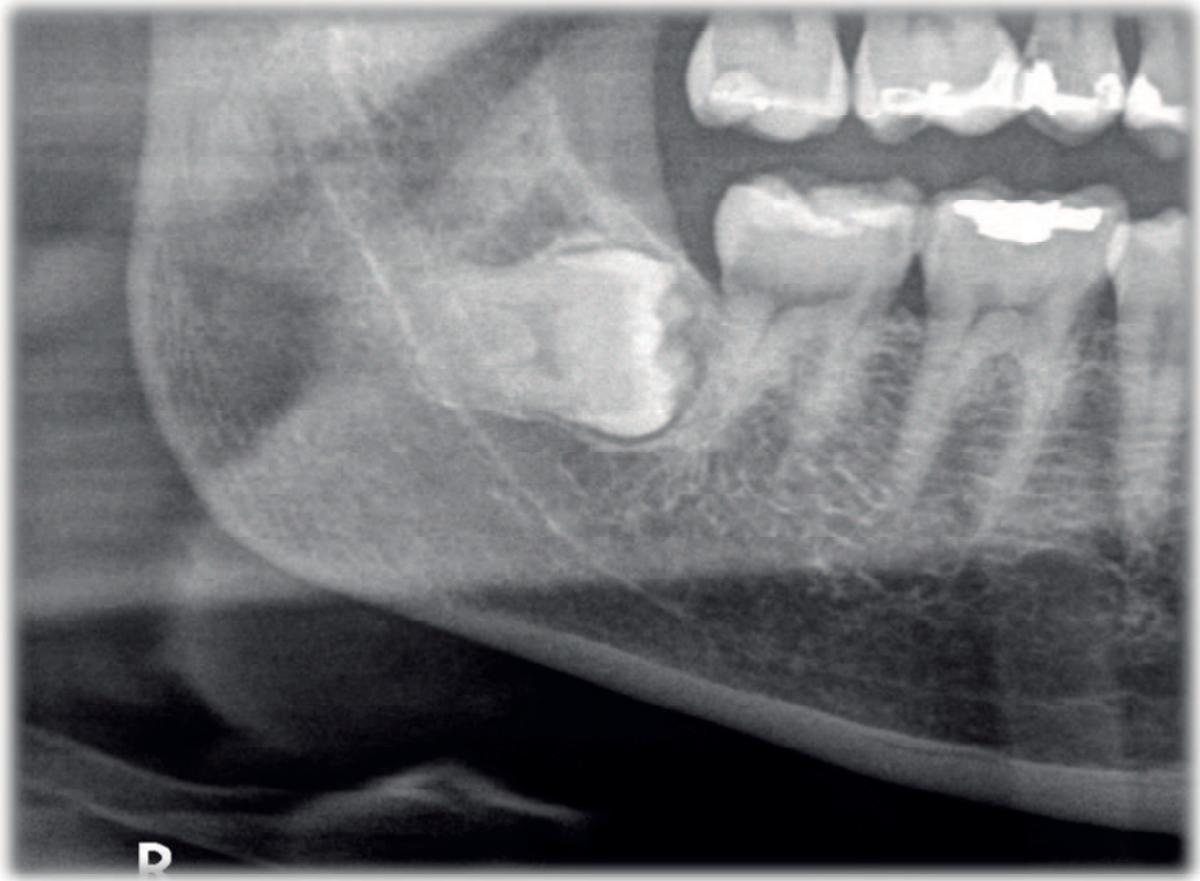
Radiografia panorâmica recortada, visualizamos a região posterior do lado direito (Dente 48).
